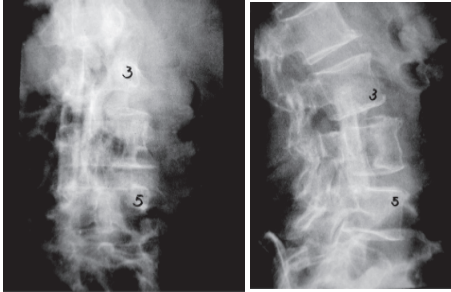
Radiografias pós-operatórias mostram a artrodese com o uso de fíbula anterior após a ressecção do tumor.
